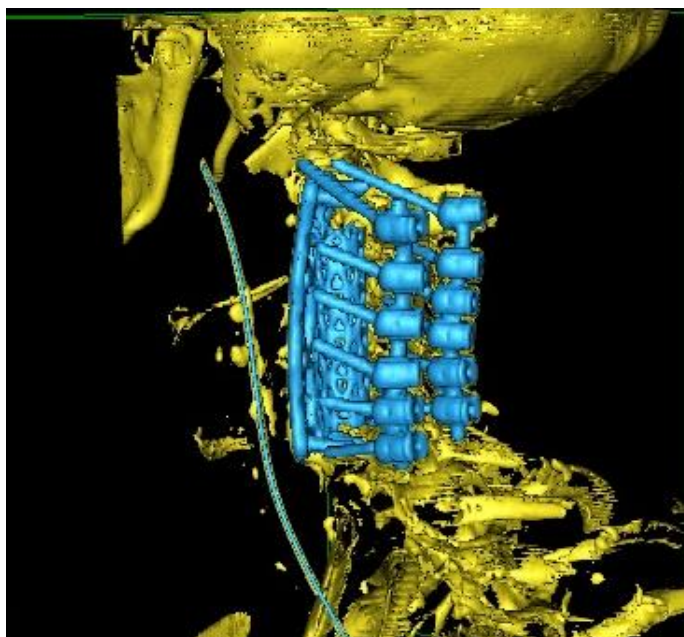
3D реконструкция КТ шейного отдела позвоночника после проведенного хирургического лечения, корпородез на уровне С2-С7 сетчатым имплантом с остеоиндуктором и фиксация передней шейной пластиной на уровне С2-С7, задняя винтовая фиксация на уровне С2-С7 системой DePuy Mountaineer
